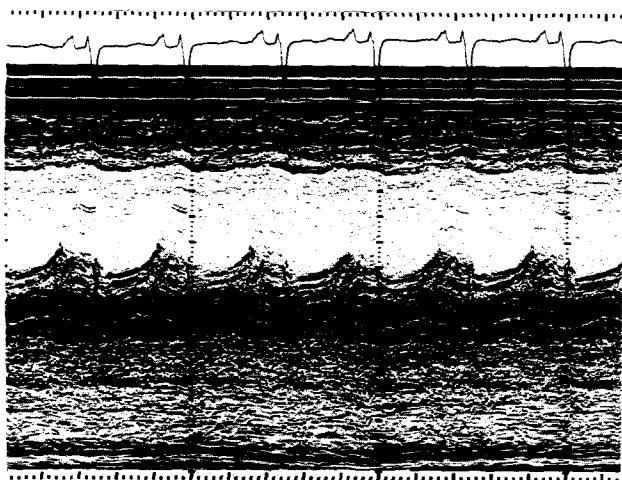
M-mode echocardiography at POD #6th. day.
